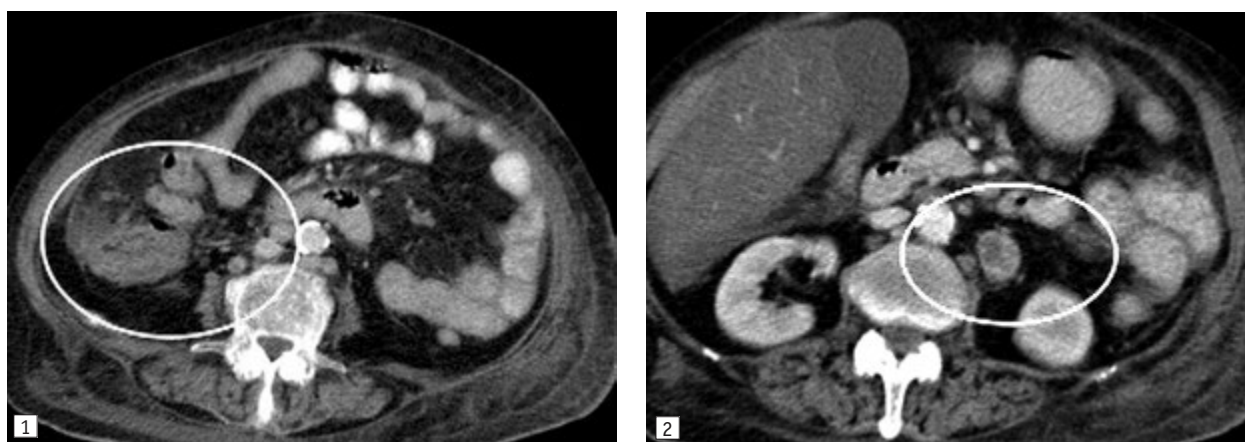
КТ-ознаки туберкульозу кишечника
